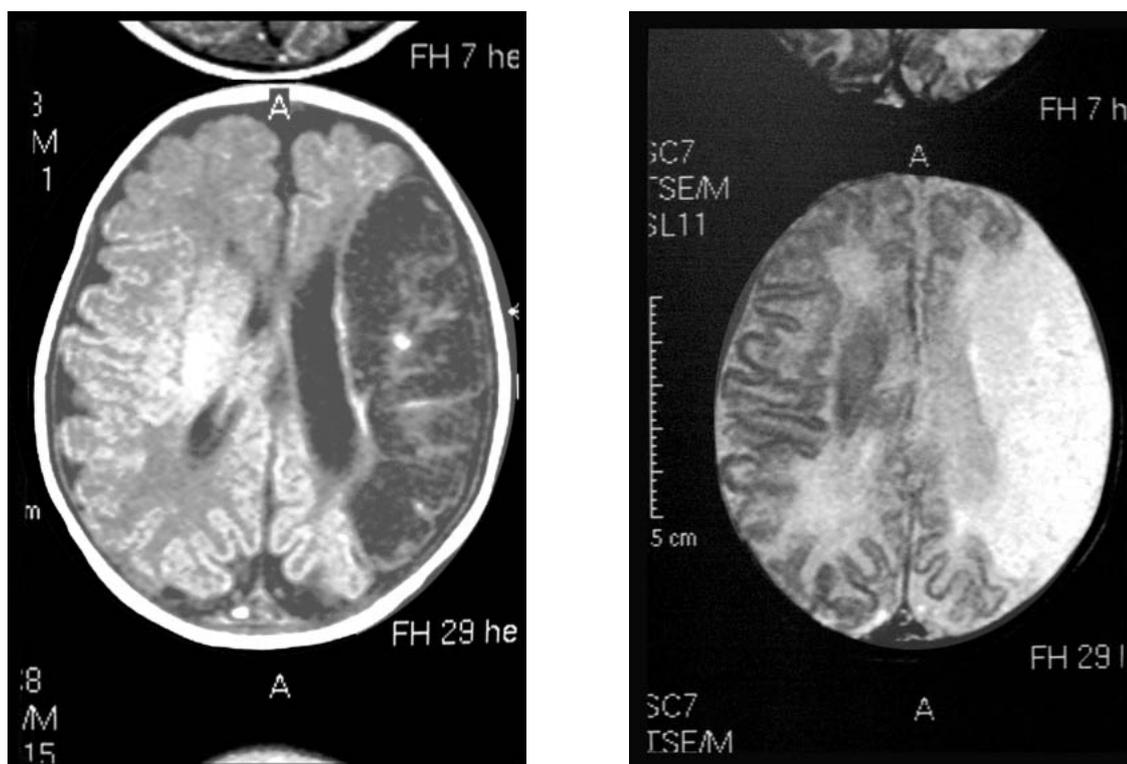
RM – infarto no território da artéria cerebral média à esquerda em T1 e T2
